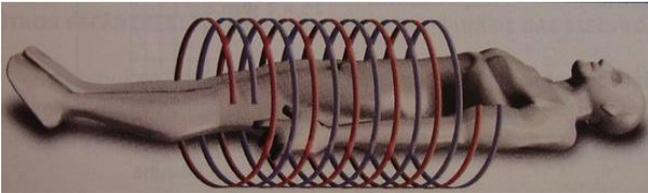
Representación de la dirección de adquisición mediante TC, obtenida por el giro del tubo de rayos X alrededor del eje longitudinal del paciente.
